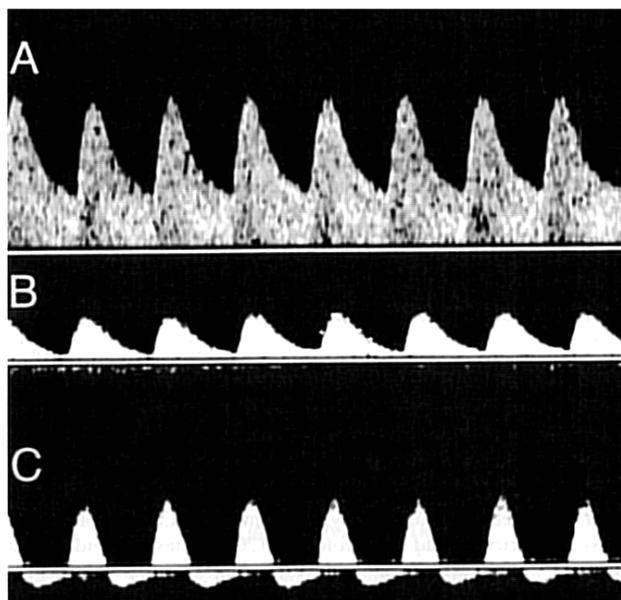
Estudos de Dopplervelocimetria do cordão umbilical fetal, desde achado normal até achado francamente anormal. A – Padrão normal com relação A/B < 3,0. B – Diástole zero, que reflete aumento da resistência vascular fetal. C – Diástole reversa, com retorno do sangue pela artéria. Este achado pode preceder o óbito fetal.
